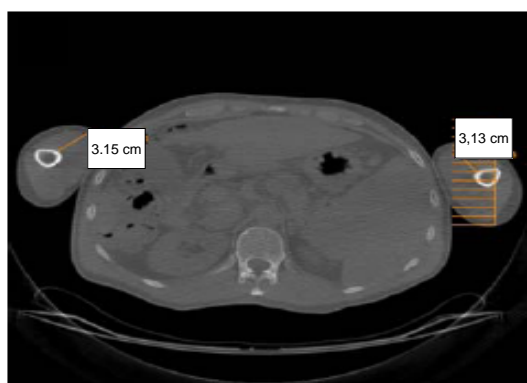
Medición de una tomografía axial computarizada (TAC) del biceps brachii
